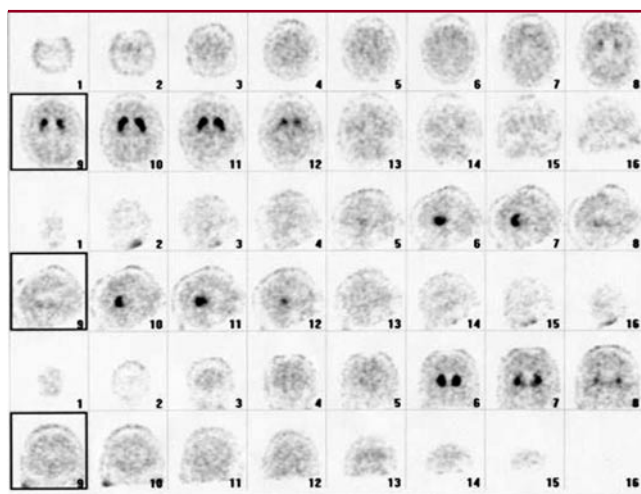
Darstellung des Dopamintransporters mit Jod-123-Ioflupan im SPECT (hier zu Schichten von 8 mm Dicke summiert): Normalbefund mit Darstellung des ganzen Gehirns. Intensive, homogene, symmetrische Speicherung im Striatum beidseits (schwarz) bei geringer Speicherung (hell) in der Umgebung. Obere zwei Reihen: transversale Schichten von kranial nach kaudal, mittlere zwei Reihen: sagittal von rechts nach links, untere zwei Reihen: koronal von ventral nach dorsal
